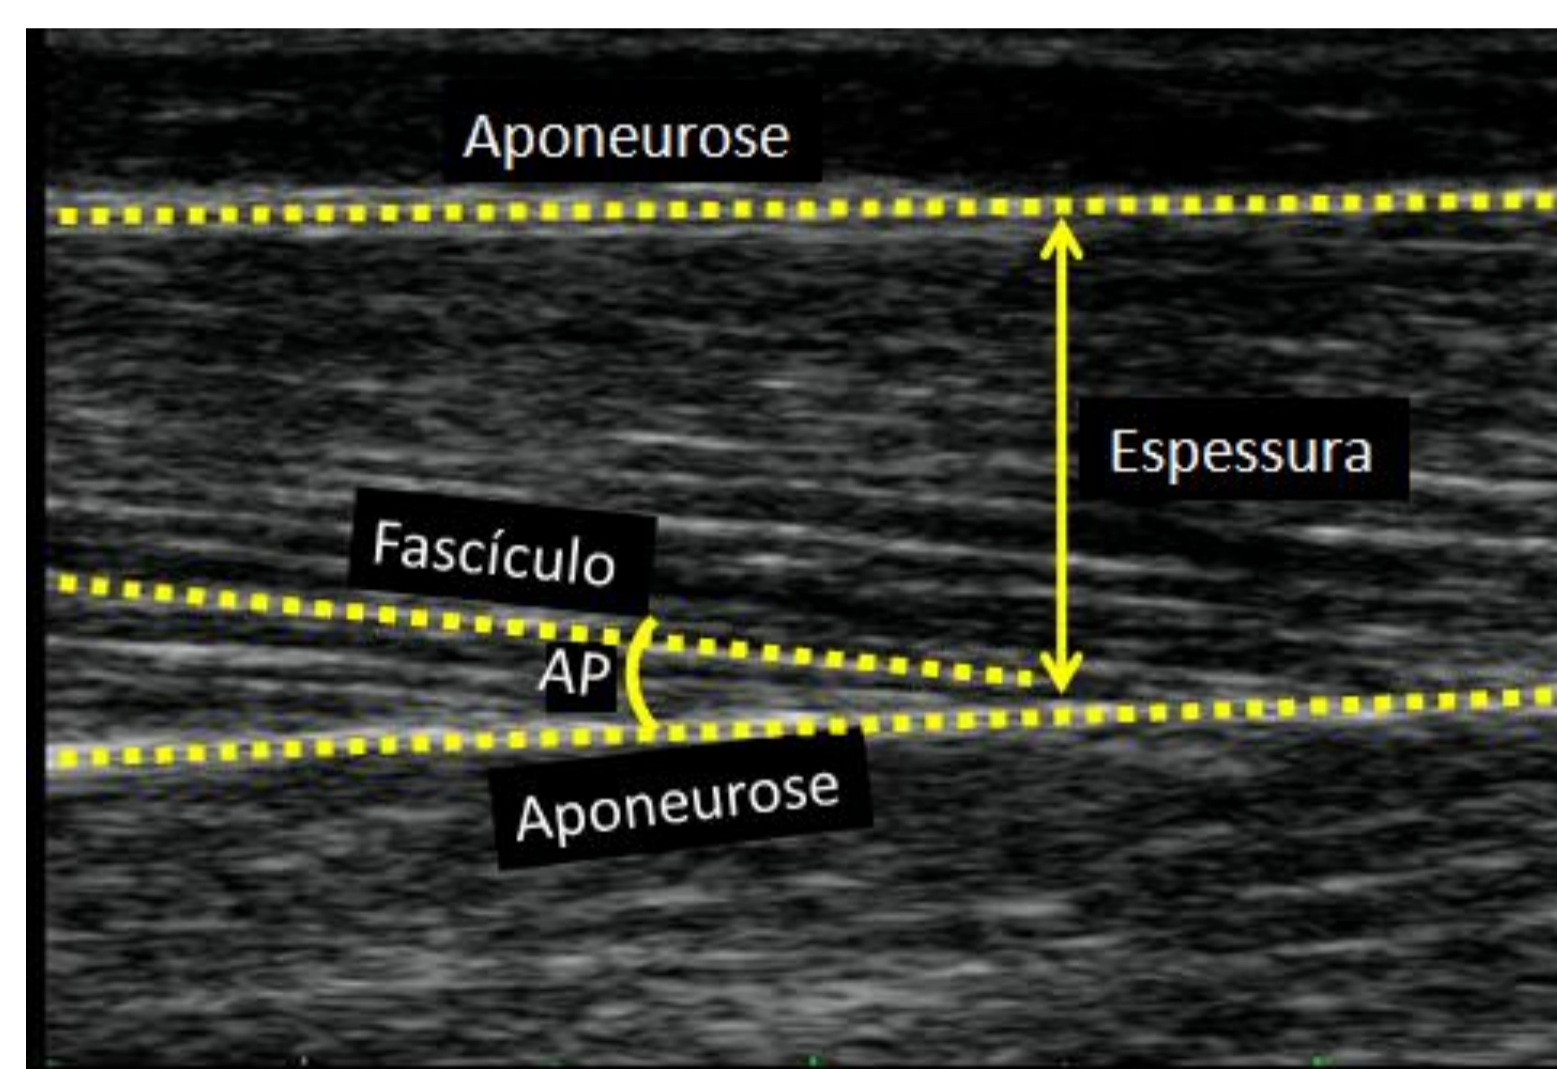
Imagem de ultrassonografia. α = ângulo de penação.
